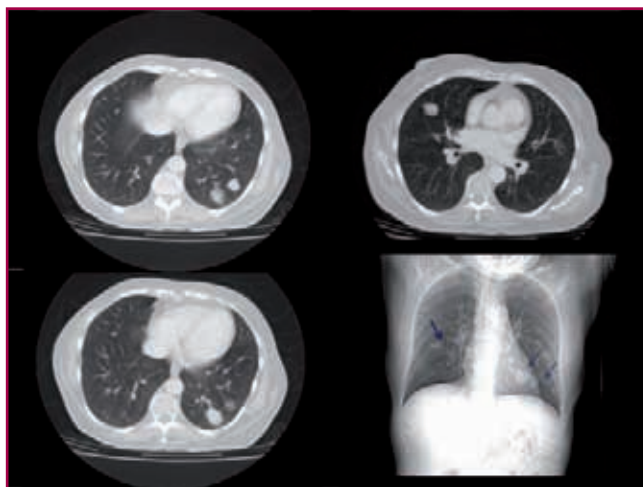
TAC pulmonar amb múltiples i bilaterals nòduls tumorals.
